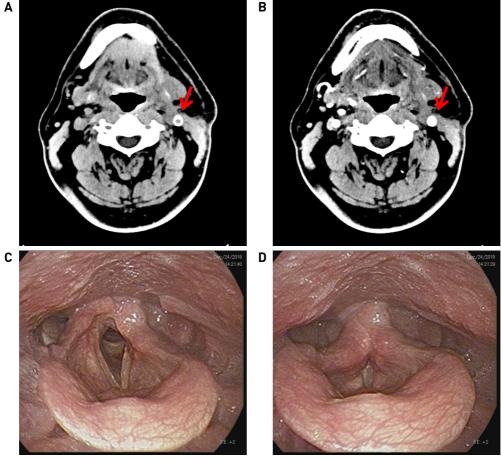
Postoperative findings (A) Non-enhanced and (B) enhanced neck CT shows homogeneously enhanced bypass graft (POD 1 month). (C, D) Left paramedian vocal fold palsy still remains on laryngoscopy with impaired arytenoid mobility (POD 2 months).
